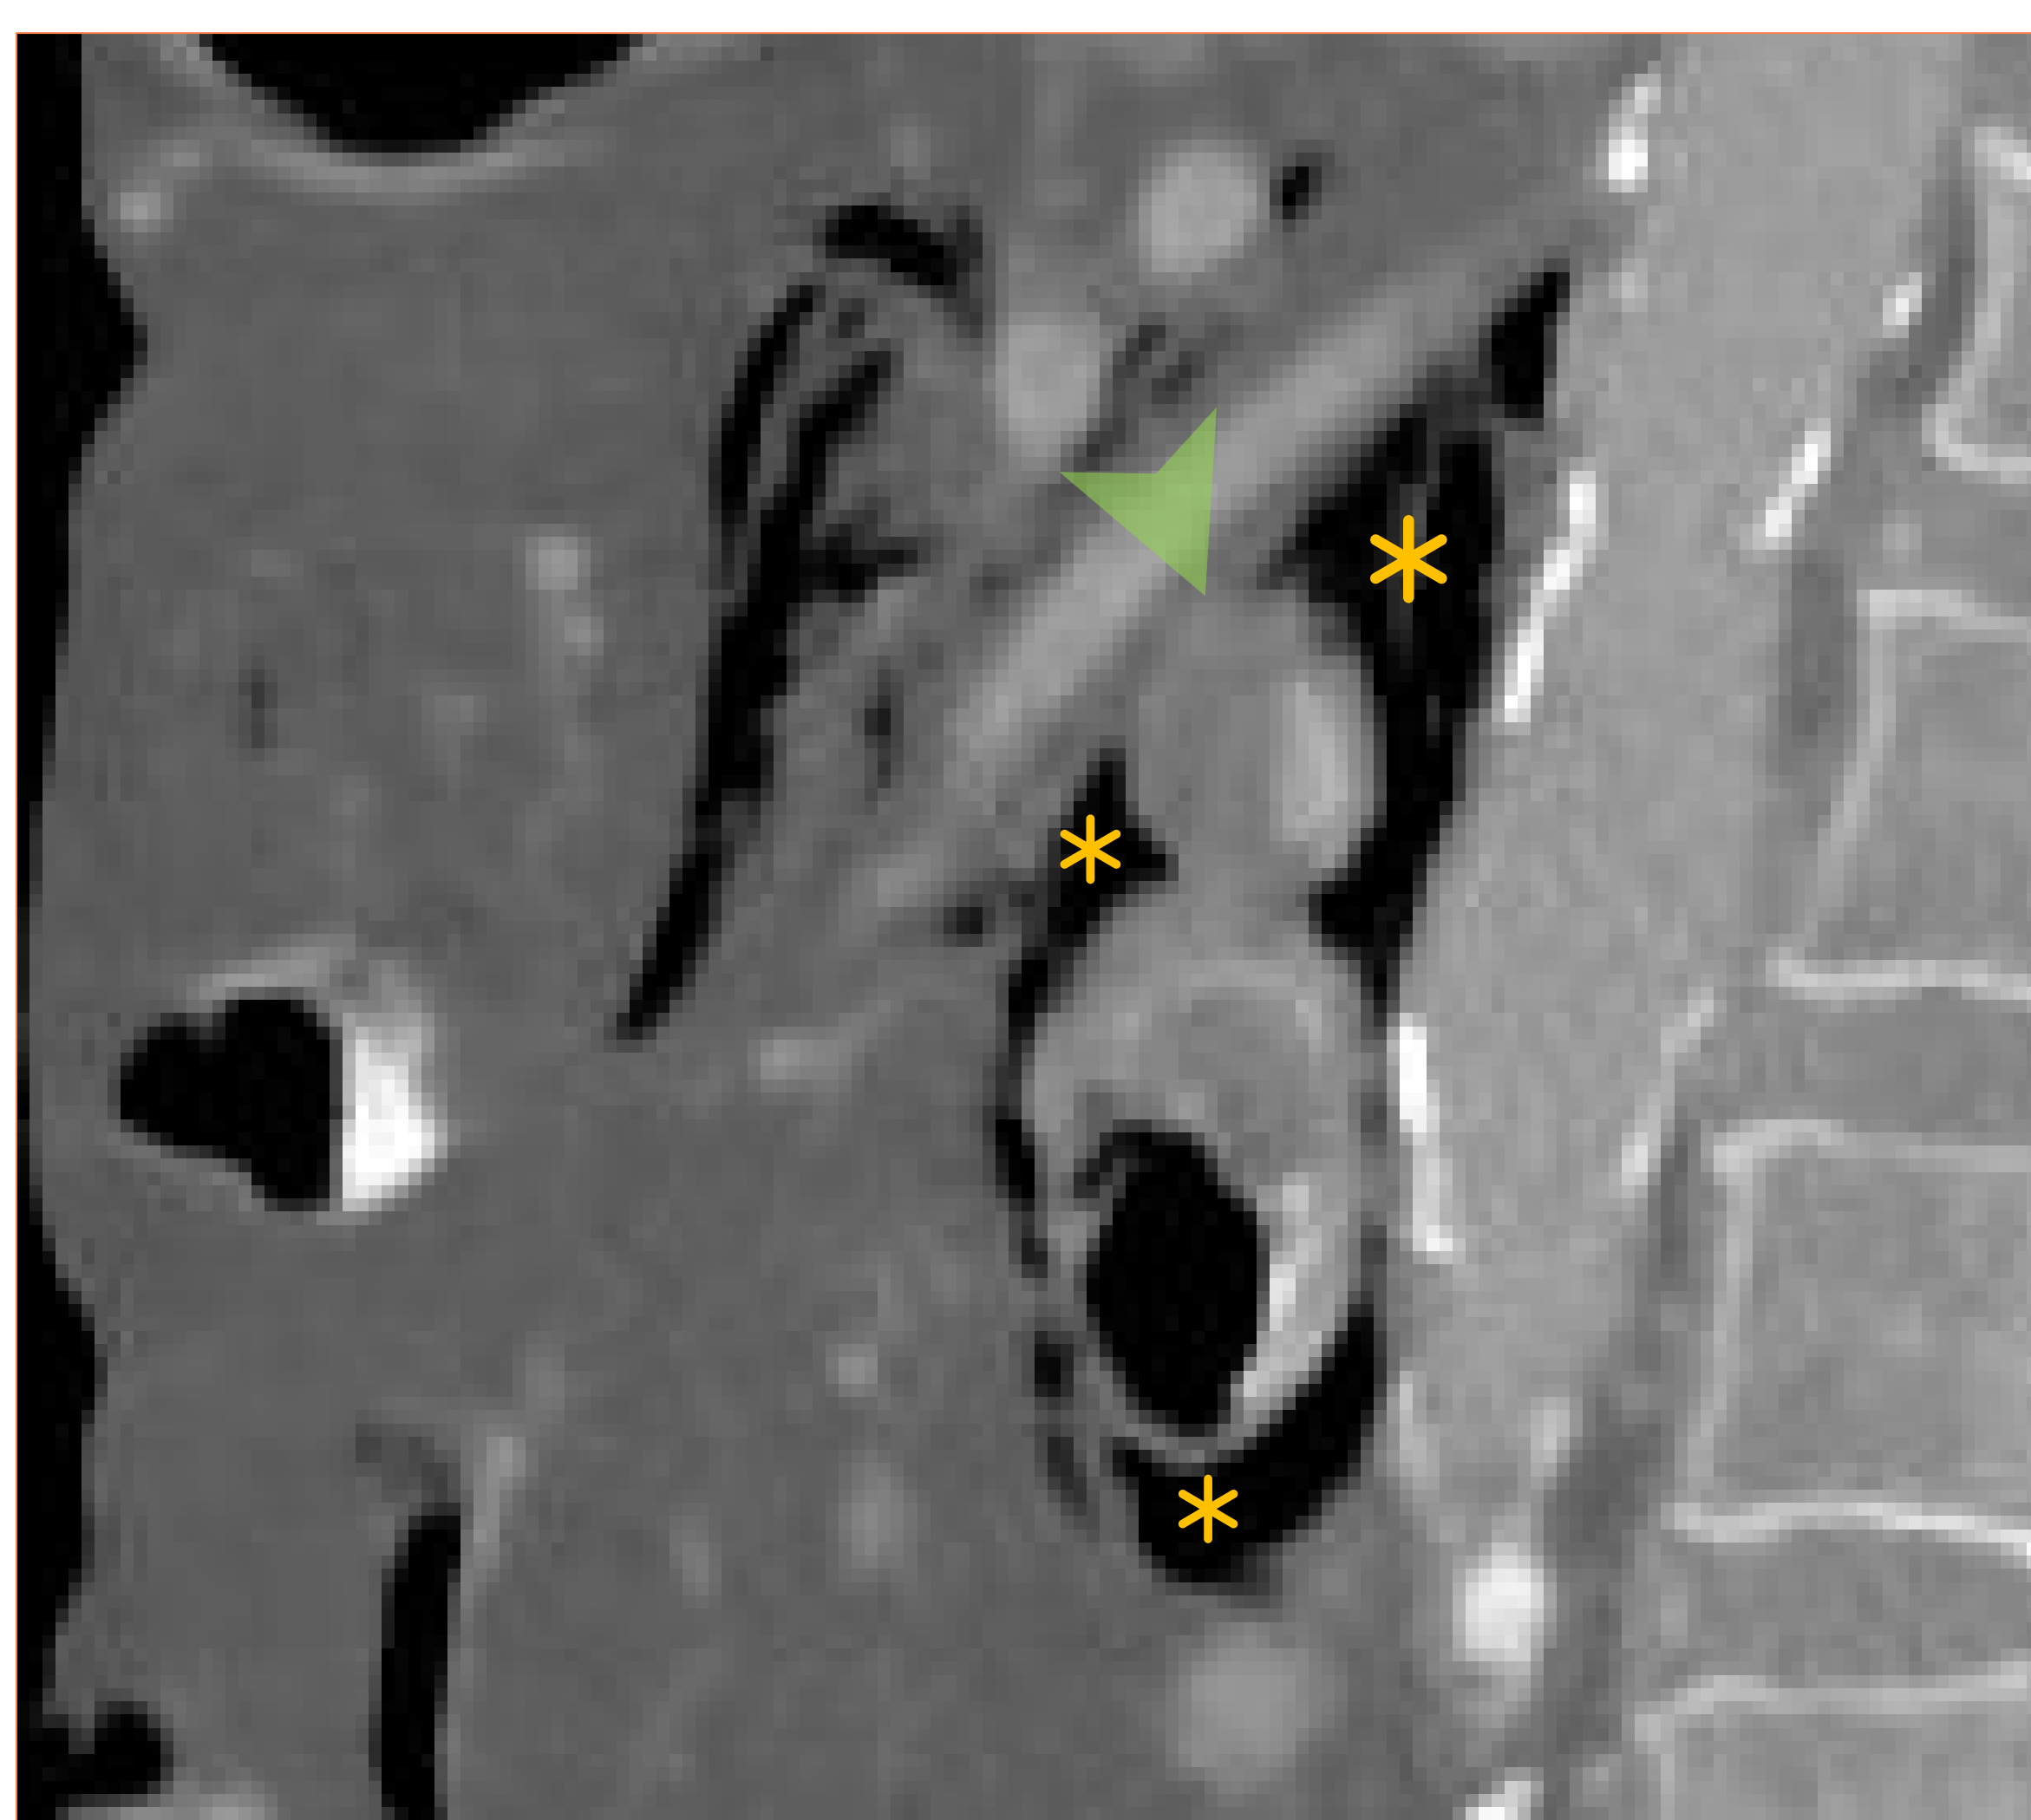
Imagen sagital de TC que muestra disminución del ángulo aortomesentérico a menos de 22°
